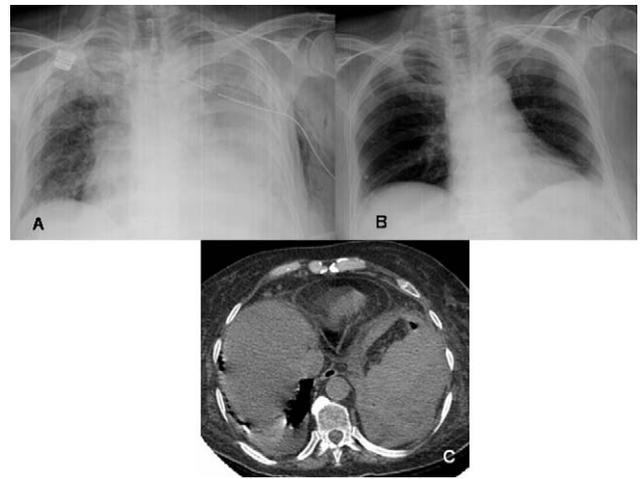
A) Rx tórax con derrame pleural izquierdo persistente tras la colocación de drenaje torácico. B) Rx tórax control al alta de la paciente. C) TC tórax evidenciándose derrame pleural izquierdo.
